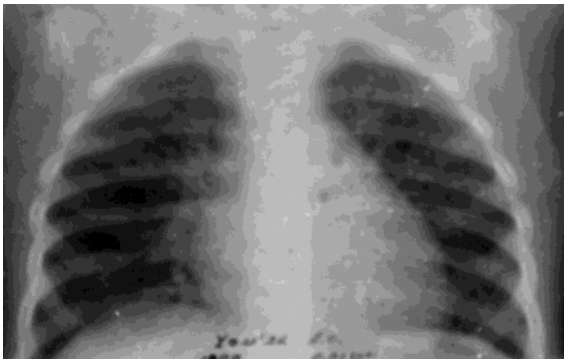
Оглядова рентгенограма грудної клітки дівчинки Х. віком 1 рік 8 місяців (іст. хвороби № 198) з компресією трахеї при аномальному розгалуженні (трифуркації) ПГС. Двобічна обструктивна емфізема
